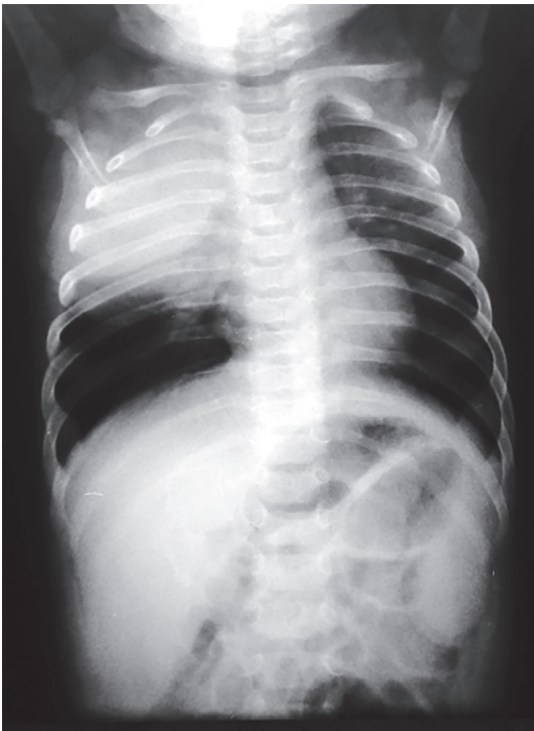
Radiografia de tórax em PA demonstrando opacidade em lobo superior e médio.
